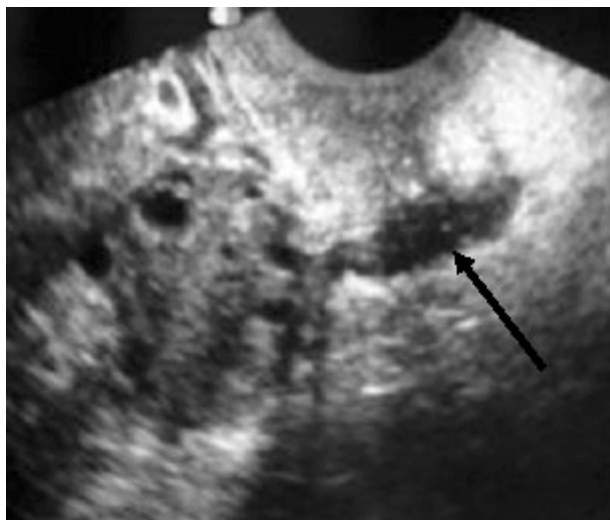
Mulher de 31 anos, nulípara, com focos de endometriose no fundo de saco de Douglas. A ecografia transvaginal revela lesão hipocogénica, irregular (seta), no FSD, correspondendo a implantes de endometriose.
